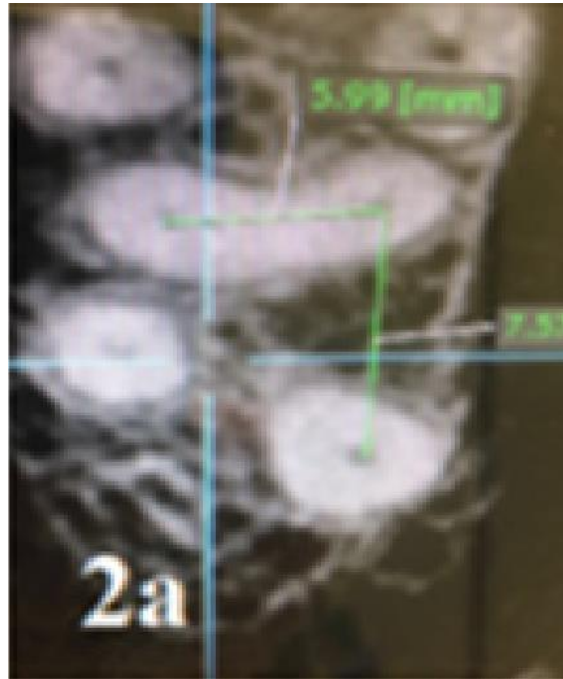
Imagen de la CBCT axial que muestra la distancia entre el MV1 y MV2 (5,99 mm) y entre el MV2 y el conducto palatino (7,57 mm).
